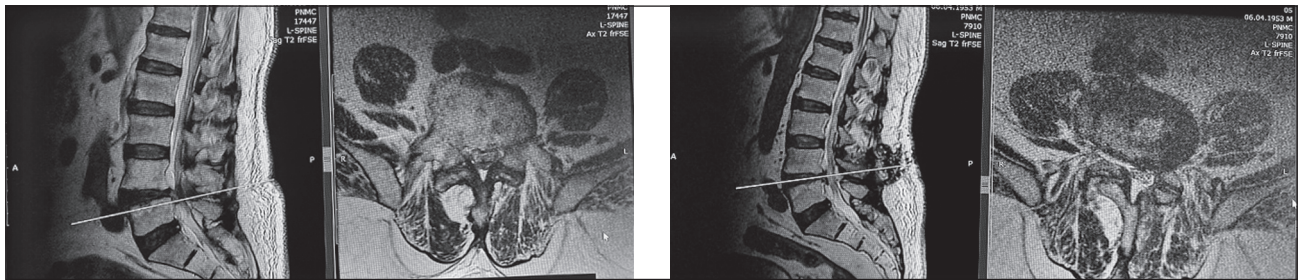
Результати МРТ-дослідження до та після ендоскопічної біпортальної мікродискектомії. Клінічний приклад. Пацієнтка Л., 1953 р.н., грижа МХД L<sub>4</sub>-L<sub>5</sub>
